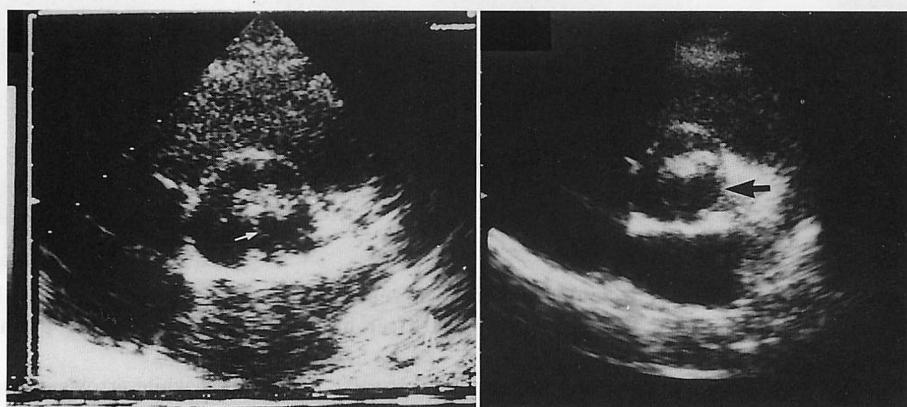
Short-axis view of the two-dimensional echocardiograms in a 32-year-old patient with aortic valvular stenosis (Case 7), before (left) and after balloon dilation (right)
